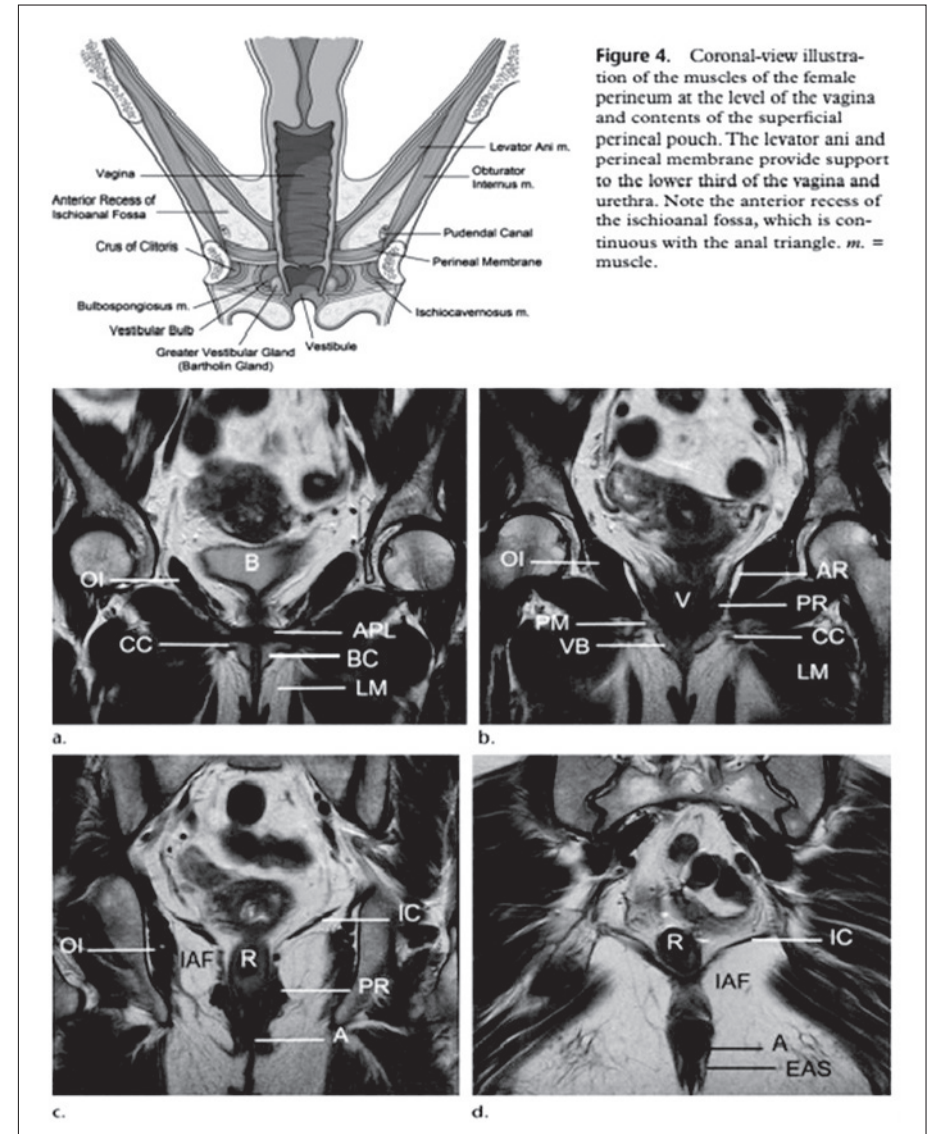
Anatomía seccional coronal mediante RM de la región perineal.
